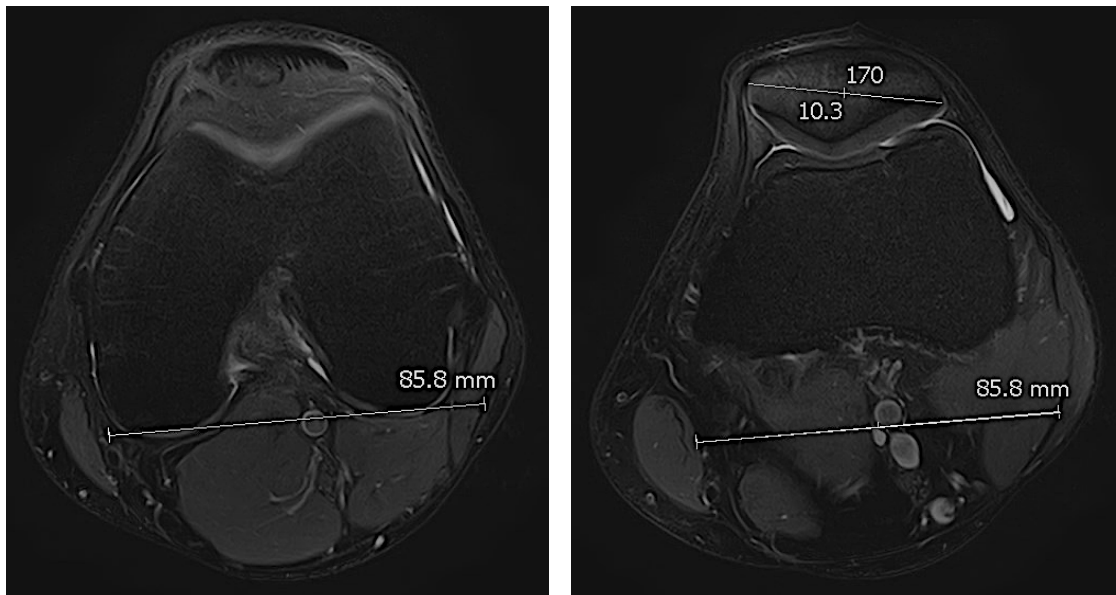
Exame de RM do Joelho, ponderação DP FS, cortes axiais - Execução da medição do valor do ângulo da báscula patelar (10,3°)
